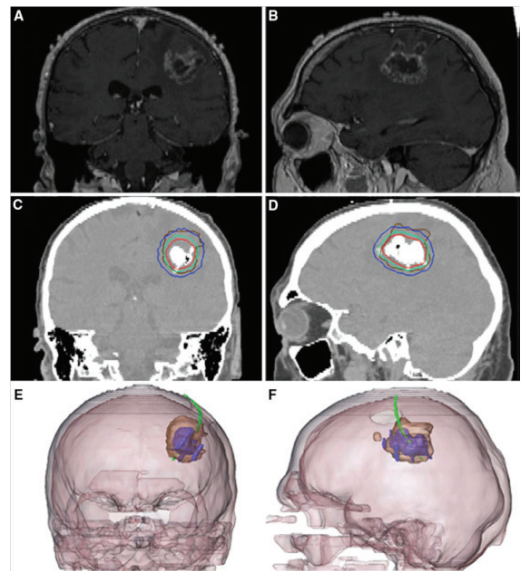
Tractament de glioblastoma (Namiki, 2010) amb partícules magnètiques. *a, b*) Imatge del cervell abans del tractament per MRI, *c, d*) Imatge de tomografia computacional que mostra l'acumulació de nanopartícules magnètiques. Les ratlles isotèrmiques indiquen la temperatura calculada de 40 °C (blau) i 50 °C (vermell). La ratlla marró representa l'àrea ocupada pel tumor. *e, f*) Reconstrucció de les imatges de MRI i CT que mostra el tumor (marró), el fluid magnètic (blau) i el catèter (verd).
